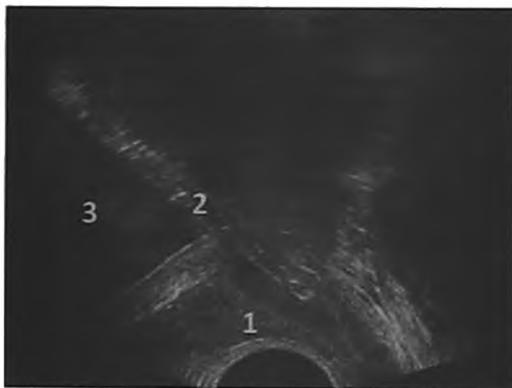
Тот же случай. Трансректальное УЗИ. Инородное тело простатического отдела уретры, вдающееся в мочевой пузырь. 1 – предстательная железа, 2 – инородное тело, 3 – мочевой пузырь
